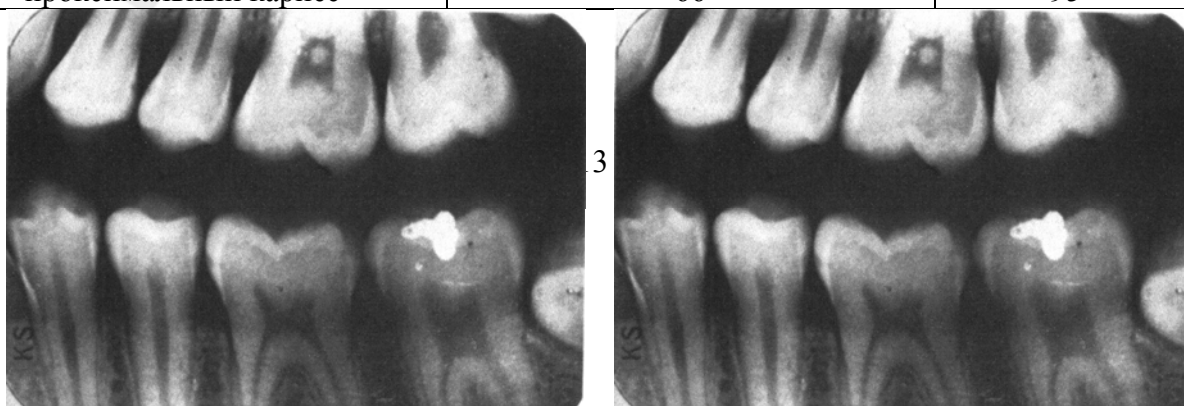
Рентгенограмма с прикусным устройством
